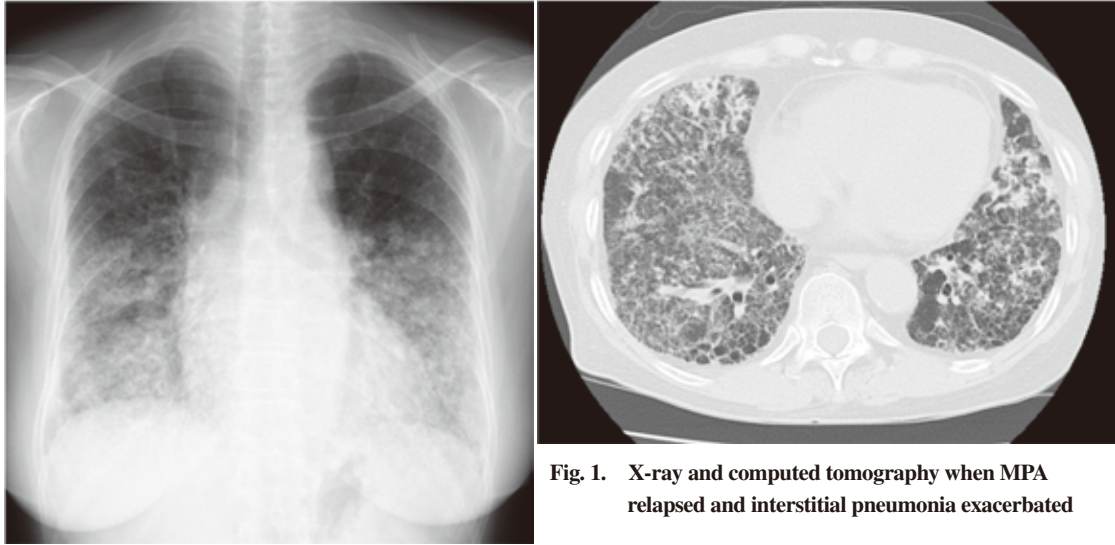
X-ray and computed tomography when MPA relapsed and interstitial pneumonia exacerbated
